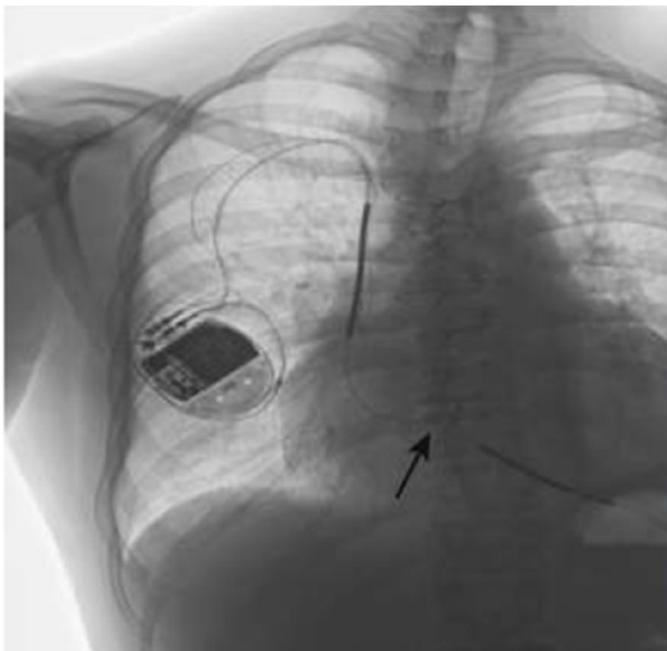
Radiografía de tórax de un paciente con MCH y un DAI.
